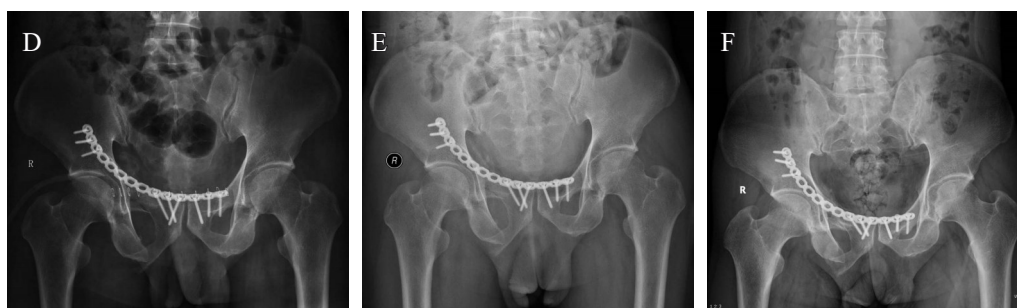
A. 术前X线示右侧耻骨上下支骨折；B、C. 术前三维CT；D. 术后4 d的X线示骨折复位良好；E. 术后1个月X线示骨折对位对线良好，骨痂生长良好；F. 术后4个月X线示骨折已愈合
